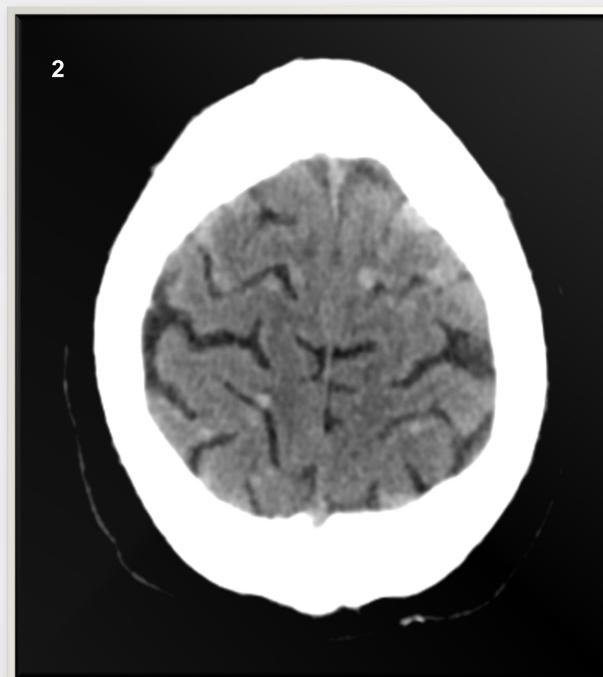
Sucesión de imágenes de la TC realizada al paciente en el Servicio de Urgencias donde se ve la afectación del SNC.
